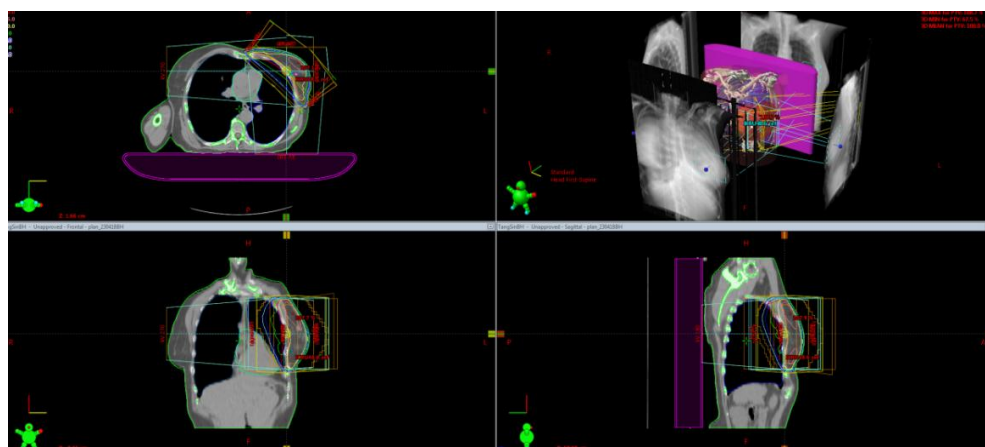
Plánovací CT s konturami
